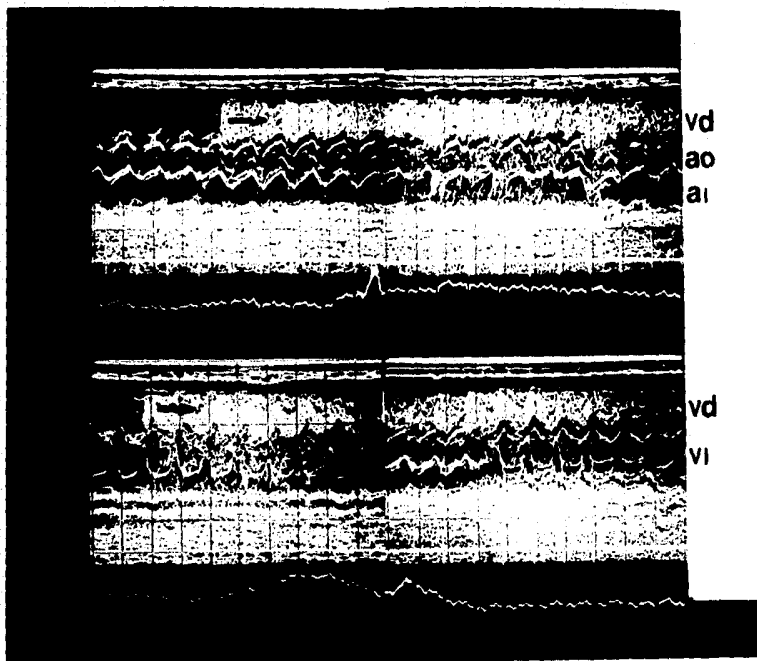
Ecocardiograma unidimensional (modo-M) con contraste.
